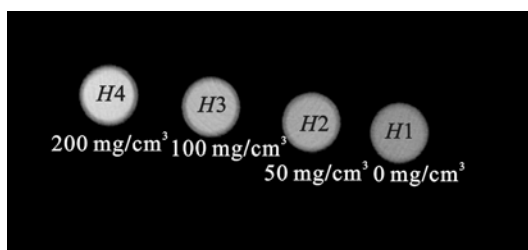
CBCT 扫描得到的 K_2HPO_4 液体体模图像
